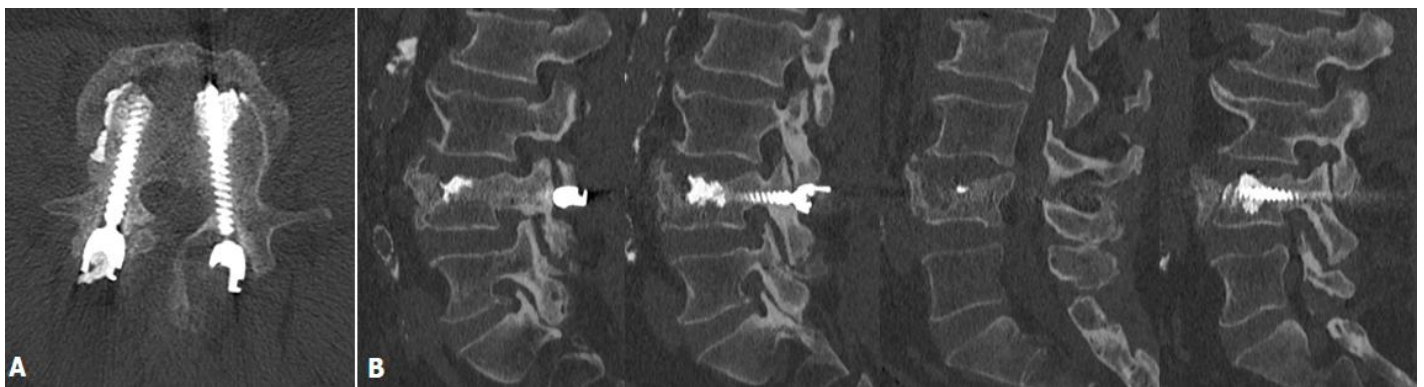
A) TDM à 3 mois post-opératoire en coupe axiale, B) TDM à 3 mois post-opératoire en coupe parasagittale allant du pédicule gauche au pédicule droit
